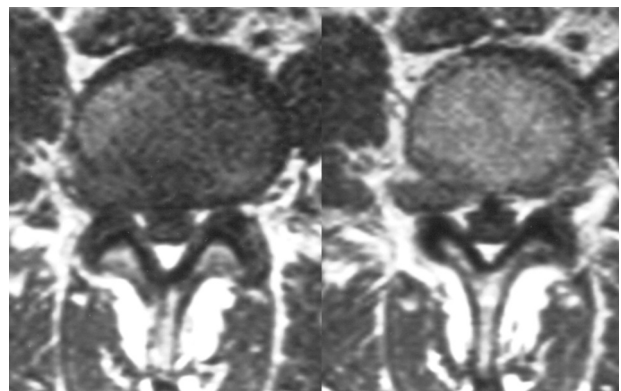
МРТ того же больного в аксиальной проекции, другие МР-срезы
